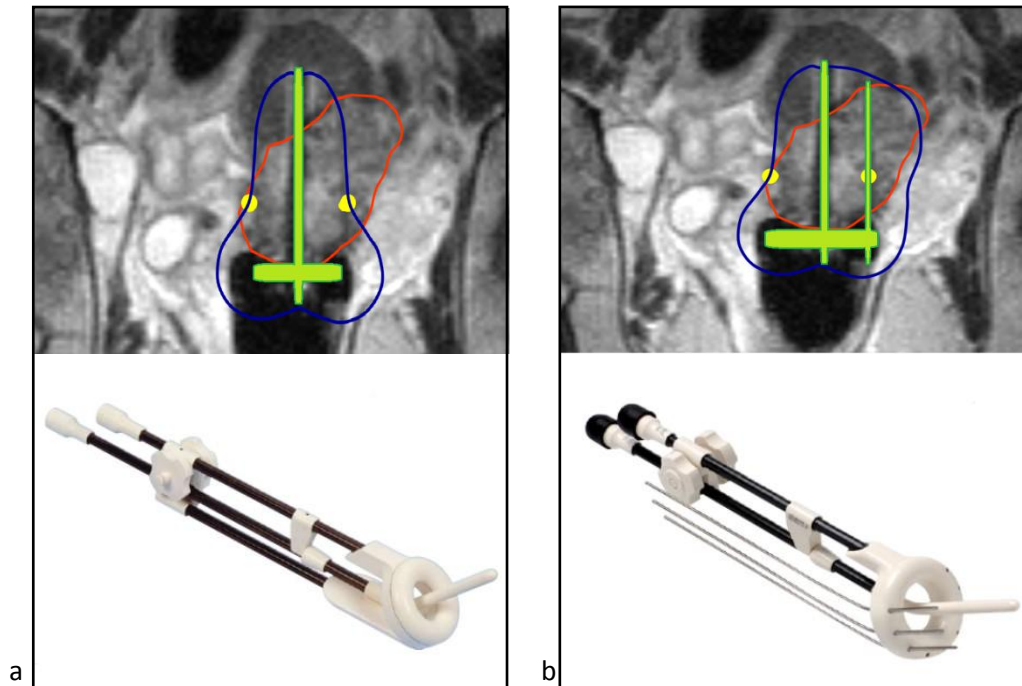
Darstellung des Hochdosisvolumens (blaue Form) eines Ring-Stift-Applikators (Abbildung 3a, grün) und eines Vienna-Applikators (Abbildung 3b, grün). Rot ist das Tumorzentrum dargestellt, in gelb sind die Referenzpunkte A dargestellt. Modifizierte CT-Darstellung nach Pötter (medizinische Universität Wien), sowie Abbildungen der Applikatoren der Firma Nucletron.
